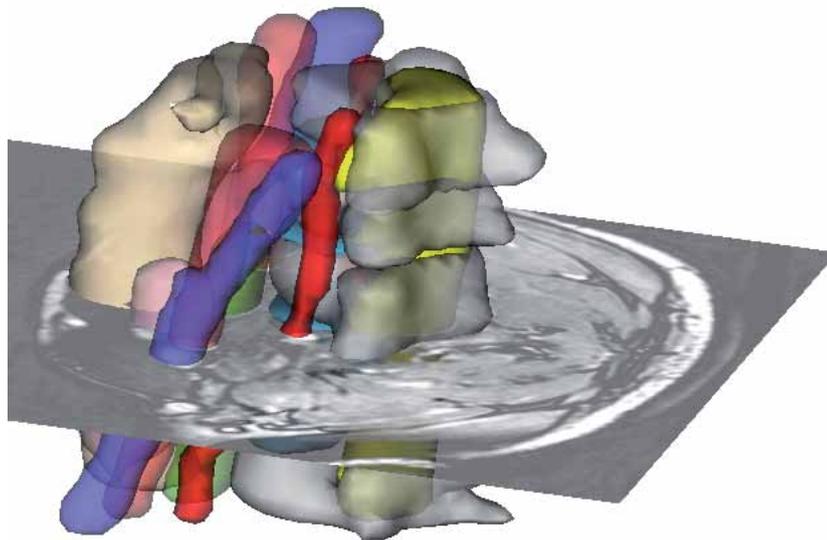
Die im 3D-Modell eingeblendete MRT-Schicht kann in axialer Richtung durch das Modell geschoben werden. Sie zeigt die Anatomie in den Schichtbildern an der entsprechenden Stelle.
